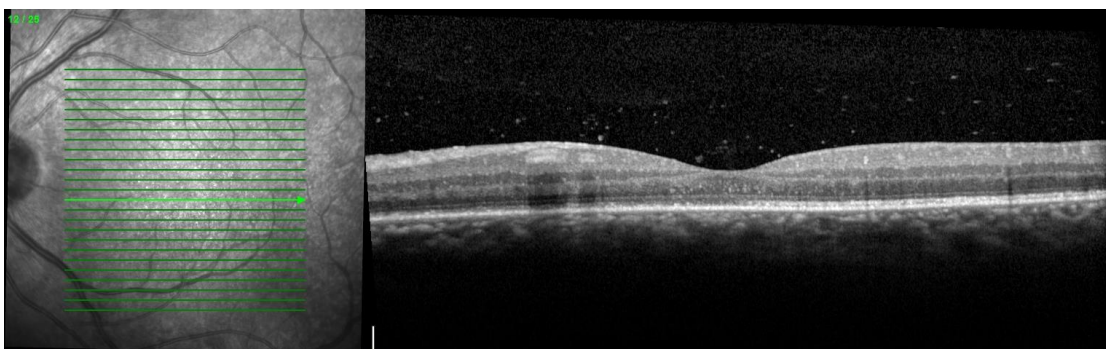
Tomografia de coerência ótica do OE aos 2 meses de evolução onde se evidenciam pontos hiperrefletivos no vítreo de acordo com vitrite e uma fóvea aplicada.
